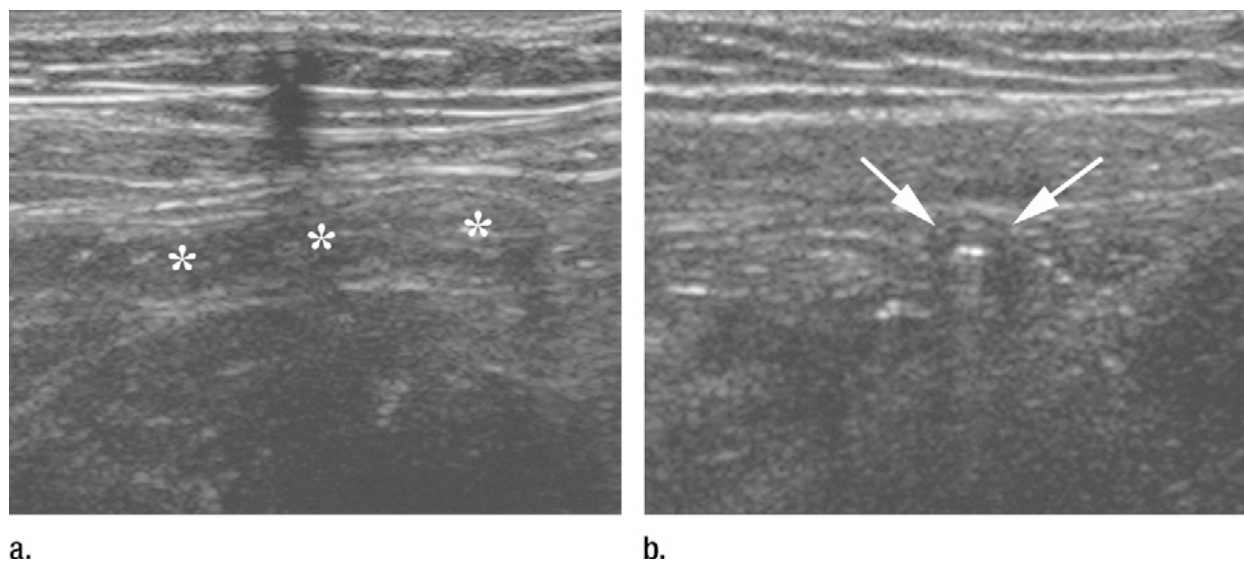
Appendice normal chez une jeune fille de 11 ans. (a) une coupe échographique longitudinale montre que l'appendice est difficile de voir. (b) une coupe échographique transverse avec rotation de 90 ° au plan longitudinal montre que l'appendice (flèches) est inférieure à 5 mm de diamètre; une partie du gaz est vu dans l'appendice [40].
